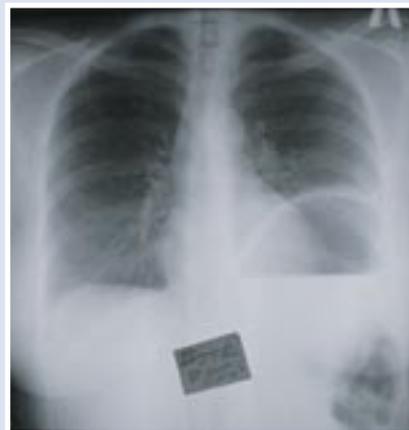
Рентгенограмма органов грудной клетки до операции
